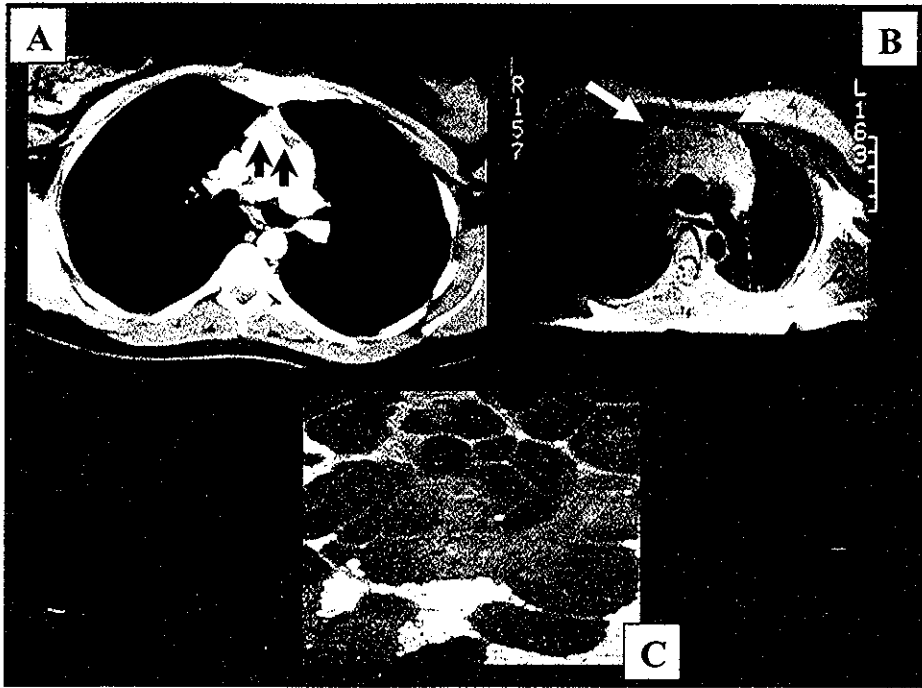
Hiperplasia tímica* A TCH con contraste (flechas) y B. RM T1 axial. Se observa un crecimiento difuso del tejido tímico, el cual tiene densidad e intensidad de señal homogéneas. No invade ni desplaza estructuras adyacentes (flechas) C. Estudio de histopatología. Donde se demuestra hiperplasia linfóide del timo. existen muchos folículos linfoides con centros germinales en la medula además de moderada presión de la corteza
